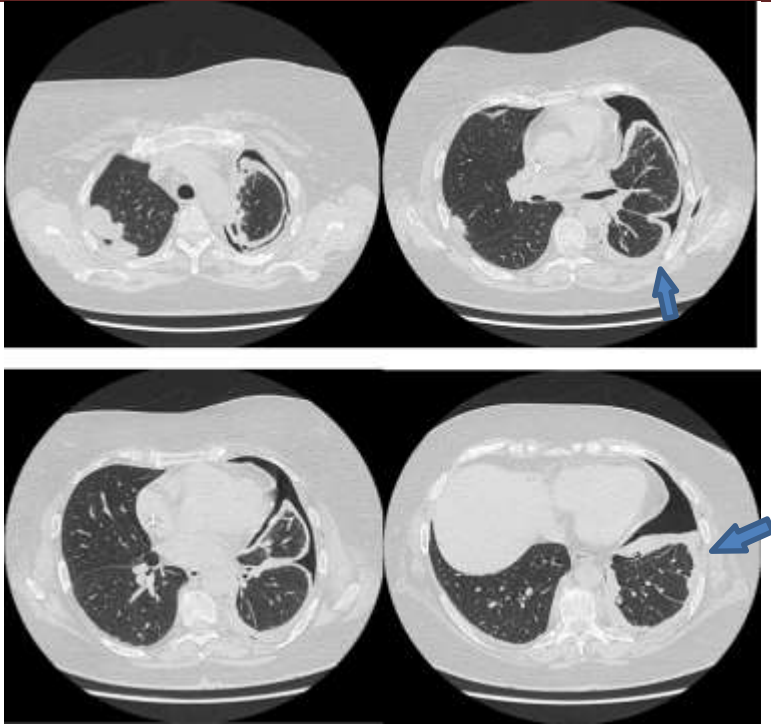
TC tórax. Neumotórax y engrosamiento pleural izquierdo conformando una pleura en coraza que puede impedir la reabsorción pulmonar. Discreto derrame pleural izquierdo. Engrosamiento pleural lobulado de localización apical derecha.
